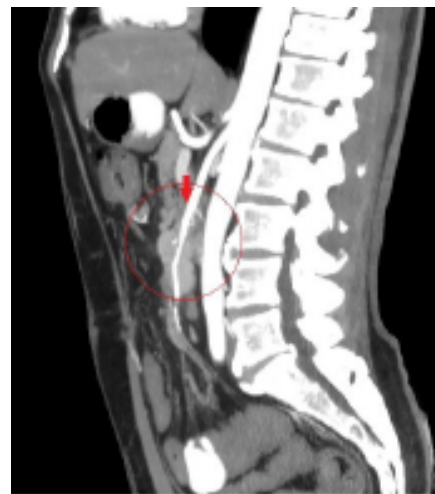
Компьютерная томограмма в аксиальной (слева) и сагитальной (справа) проекциях. Метастатические опухолевые очаги окутывают верхнюю брыжеечную артерию (стрелка).
